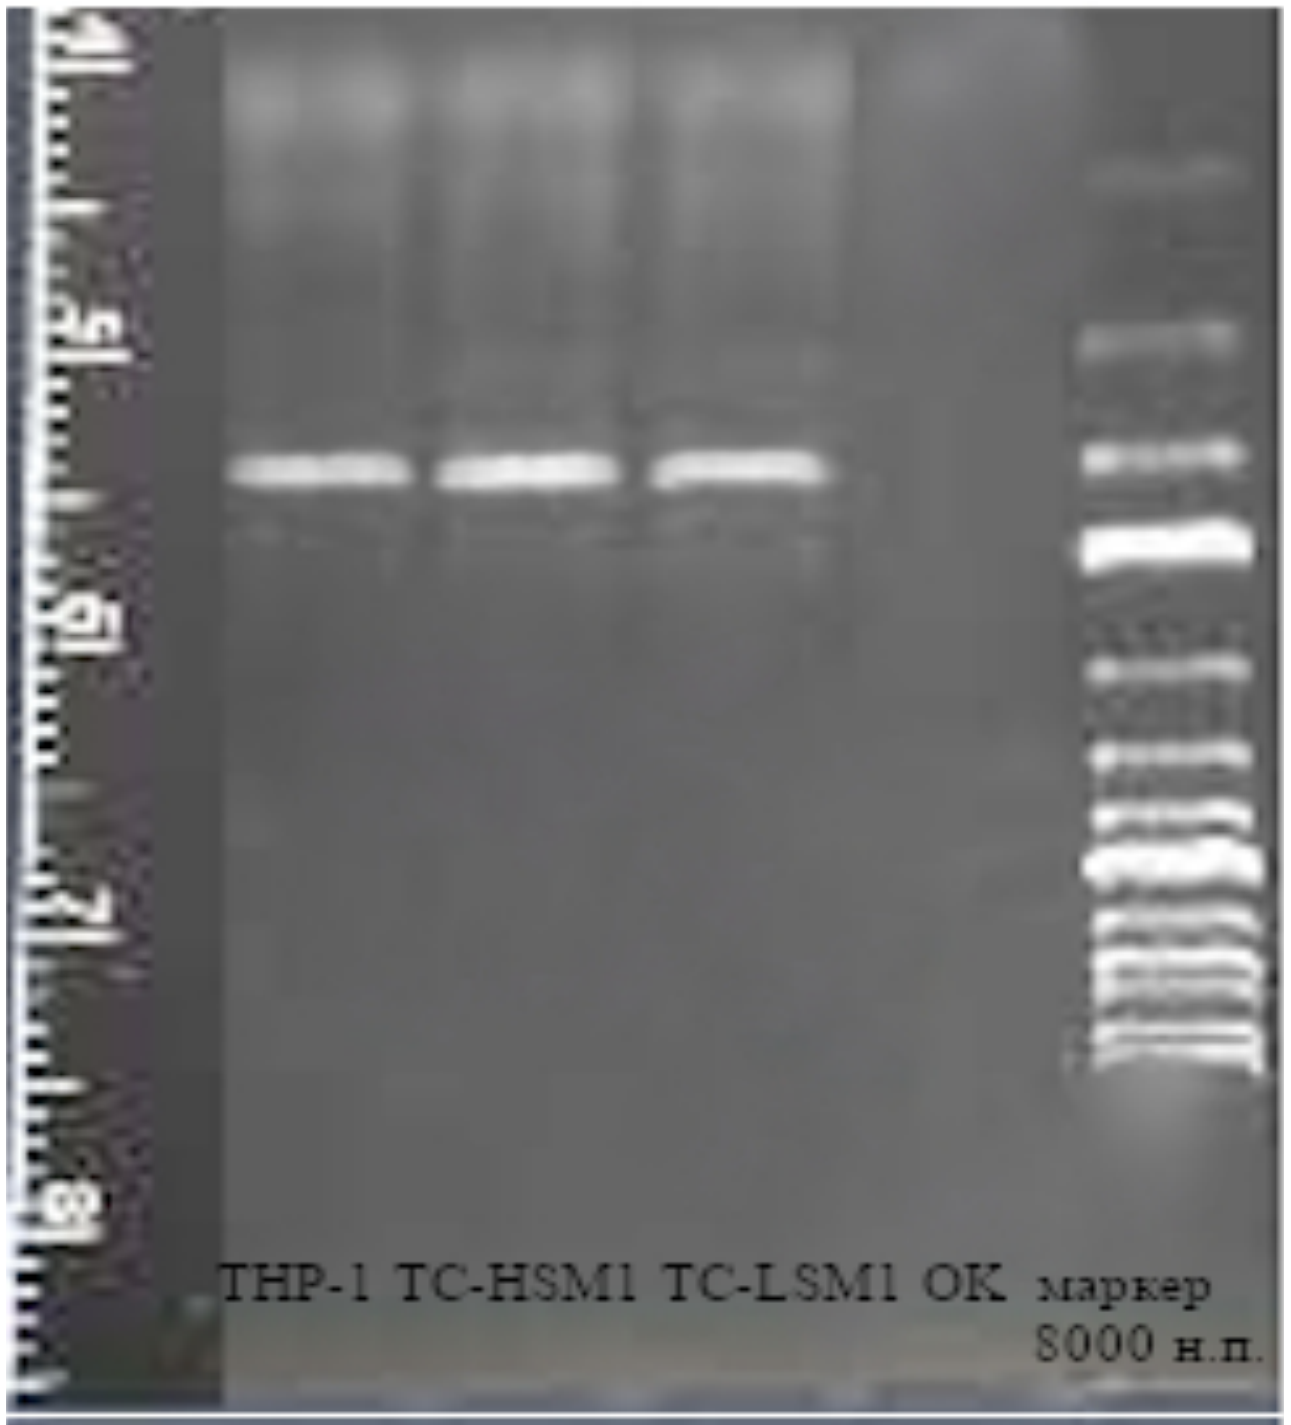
Детекция митохондриального генома в нативной и в гибридных линиях. TNP-1 - нативная клеточная линия, TC-HSM1 – гибридная клеточная линия с высоким уровнем гетероплазии, TC-LSM1 – гибридная клеточная линия с низким уровнем гетероплазии, OK – отрицательный контроль.
